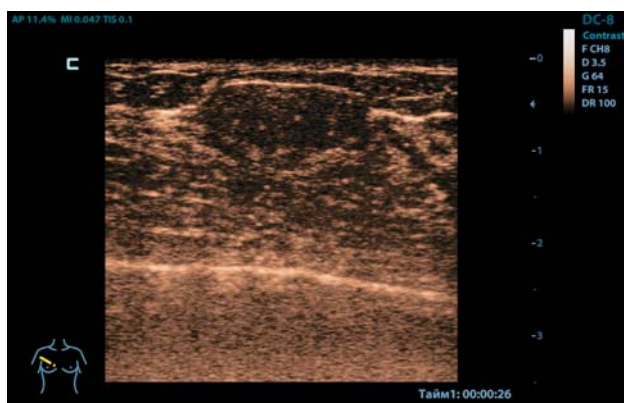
Фиброаденома МЖ. КУУЗИ. ЭКП Соновью в дозе 2,4 мл. Эхограммы. Асимметричное усиление периферической васкуляризации образования. Интранодулярная центростремительная васкуляризация образования.
